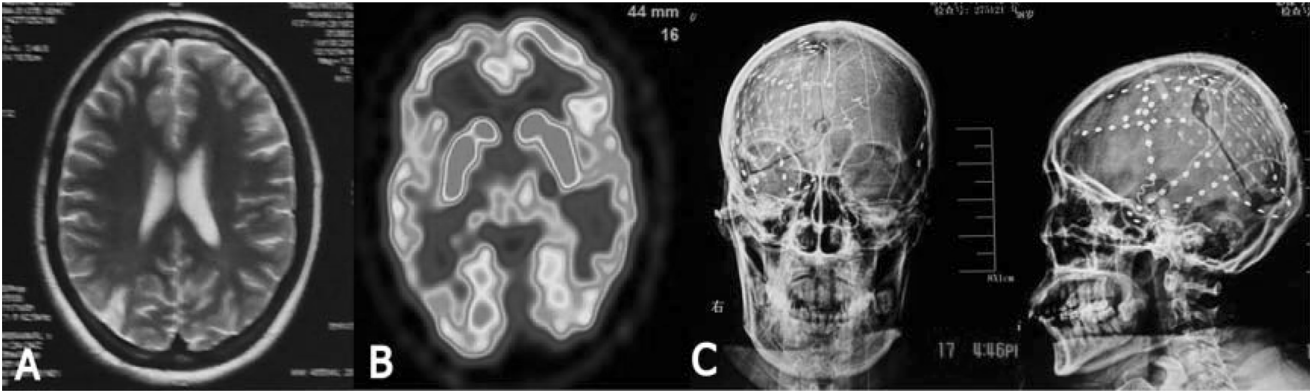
A. MRI 右侧顶枕叶局部脑萎缩伴胶质增生(皮质发育不良); B. PET 右侧半球大面积低代谢, 尤其右侧顶枕叶局部; C. 电极埋置术后正侧位 X 线平片, 以右侧顶枕(皮质发育不良区)为主, 补充右外侧颞叶等区域埋置颅内电极。
